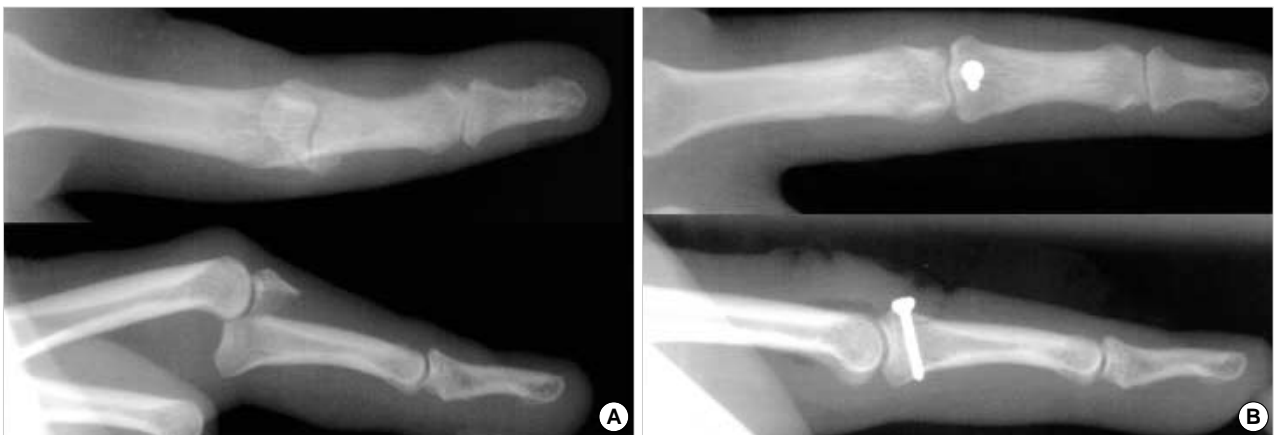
(A) Preoperative radiographs of fracture-dislocation of the proximal interphalangeal (PIP) joint, posteroanterior (above) and lateral (below) views. The PIP joint is dislocated anteriorly and the remaining central slip attached fragment is larger than half of the articular surface. (B) Postoperative radiographs showing fracture-dislocation reduction and fixation with a miniscrew, posteroanterior (above) and lateral (below) views.
